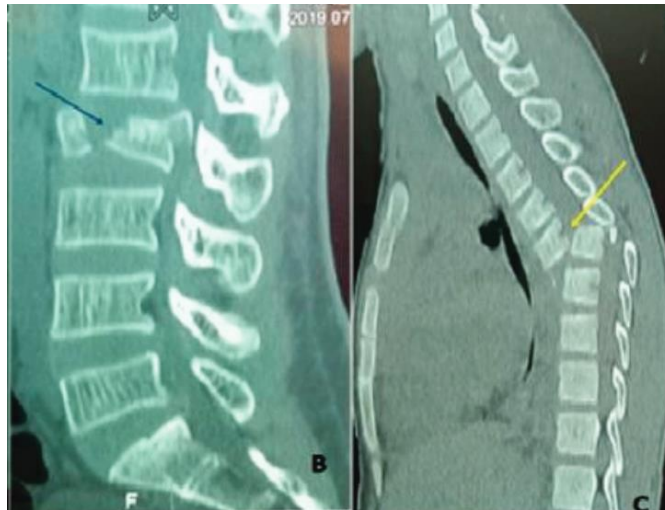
B : TDM du rachis lombosacré en fenêtre parenchymateuse, reconstruction sagittale mettant en évidence une fracture-éclatement de la vertèbre L2 (flèche bleu) à l'hôpital Régional de Ziguinchor
